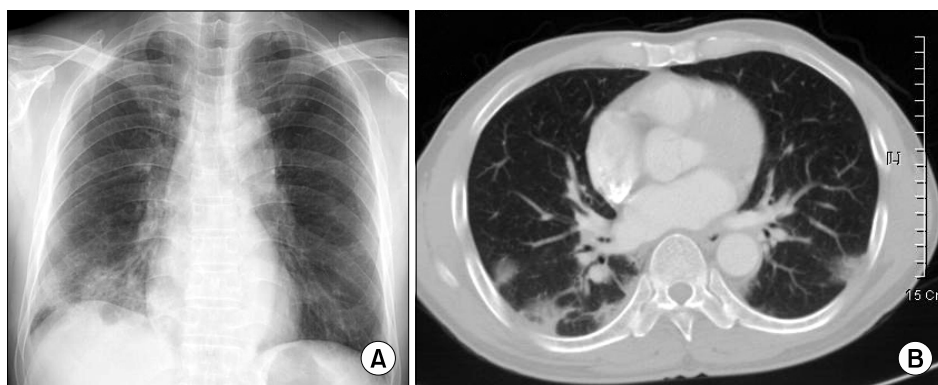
(A) Chest X-ray shows pneumonic consolidation on right lower lobe and suspicious faint nodular opacities on both lungs. (B) Chest CT shows irregular patchy airspace consolidation on peripheral portion of both lower lobes.
